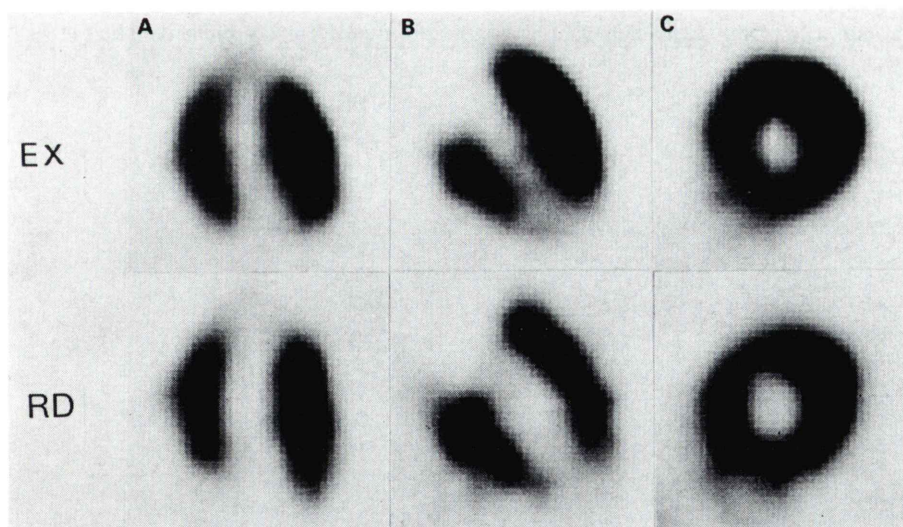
Exercise ^{201}Tl myocardial SPECT. EX: exercise, RD: redistribution. A: horizontal long axial view. B: vertical long axial view. C: short axial view.
